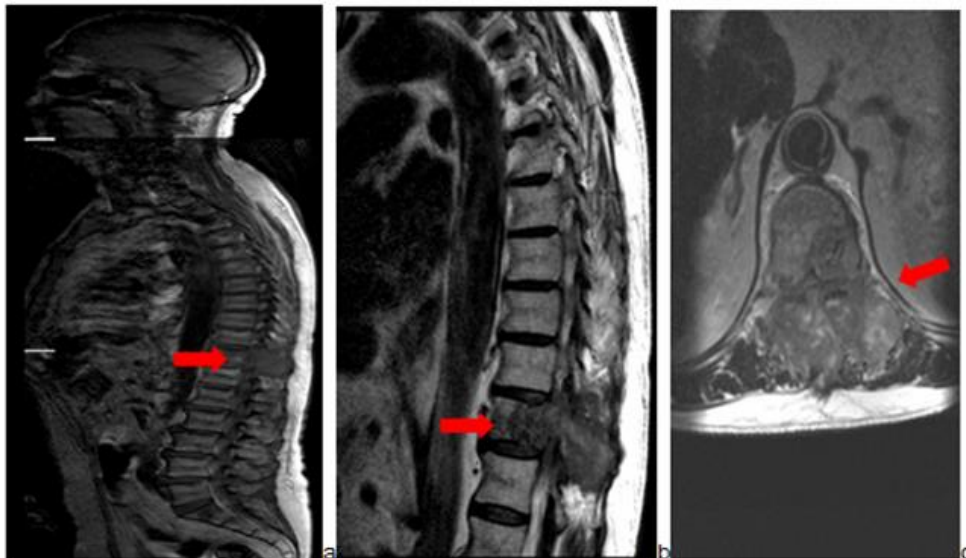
Resonancia magnética de columna completa con planos sagitales realizada en un paciente de 80 años. En las figuras a y b se identifica marcada compresión medular con mielopatía condicionada por metástasis en la vértebra T11 (flecha). La figura c corresponde a un corte transversal de la columna dorsal en el que se observa marcado componente de partes blandas que afecta a elementos óseos, secundario a metástasis en la vértebra T11 (flecha).
